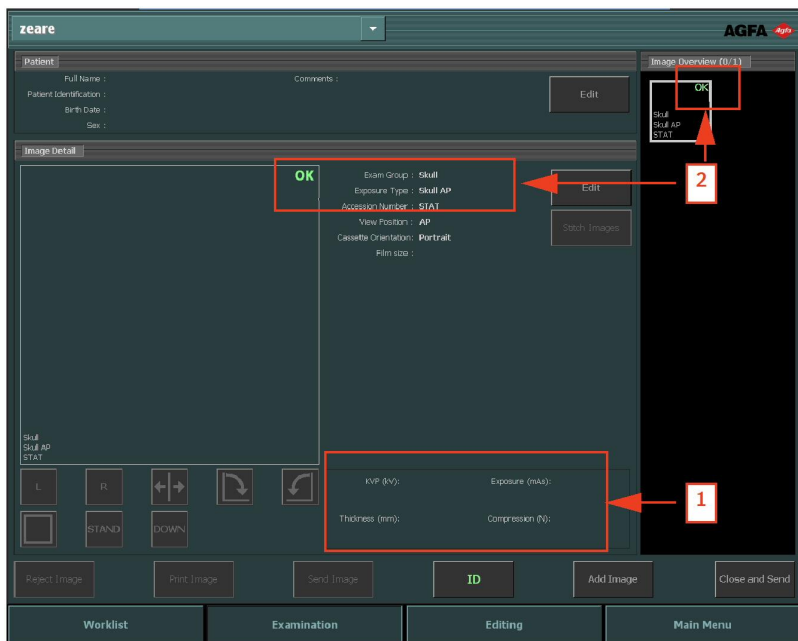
Окно «Исследование» после выполнения экспозиции (в качестве модальности используется рентгеновская станция)
